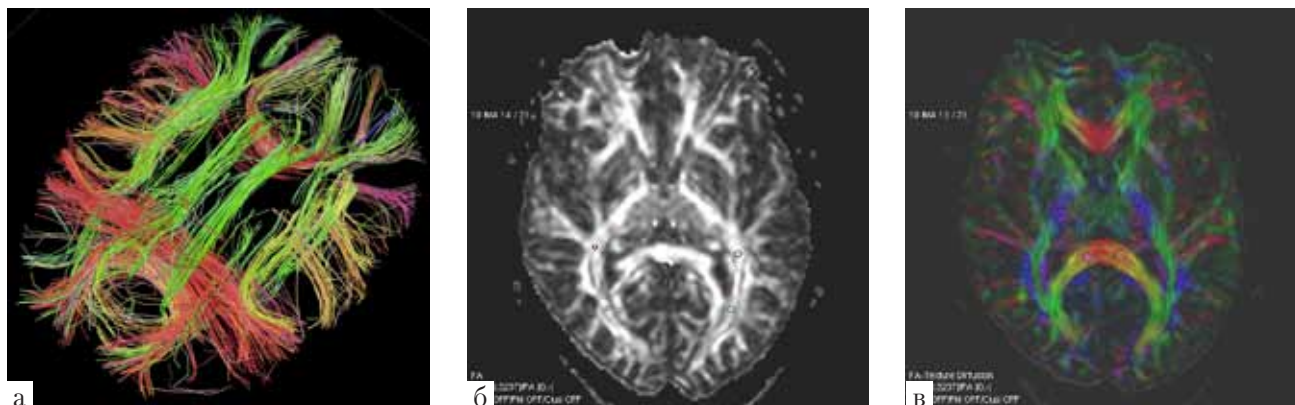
Диффузионно-тензорная МРТ (а — трактография, 3D-реконструкция проводящих путей, б, в — цветная и черно-белая карты фракционной анизотропии)
